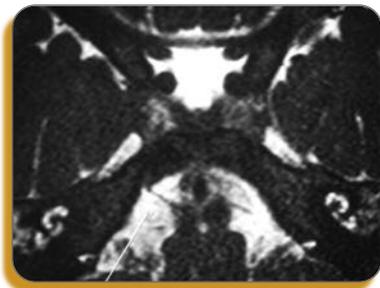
Absence de VI en IRM dans une paralysie congénitale tronculaire du VI gauche
